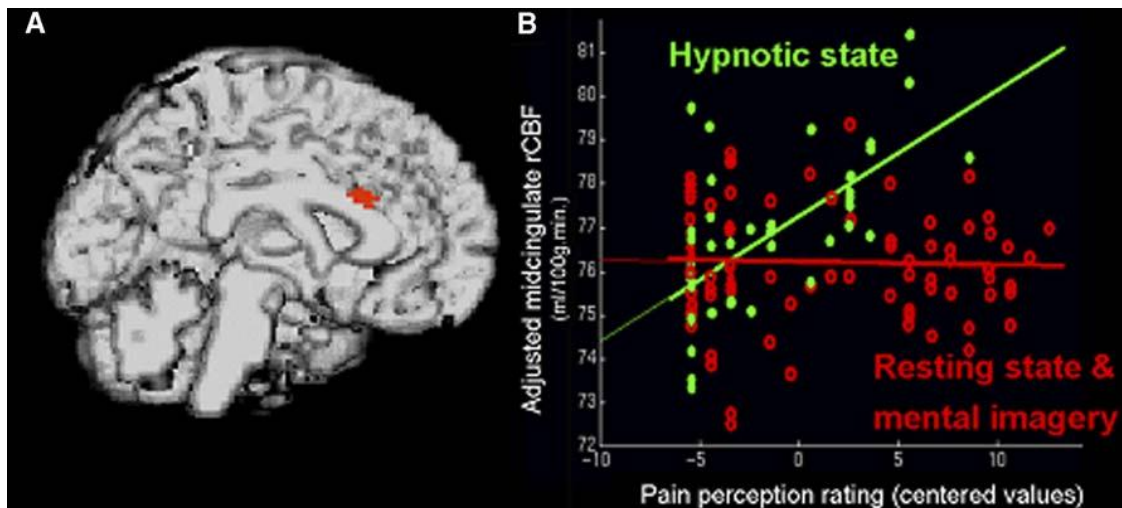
(A) Immagine 3D RM che evidenzia l'area cerebrale la cui attività neurale correla linearmente con la percezione del dolore.: la porzione ventrale della corteccia cingolata mediale (area 240a) (B) Grafico che illustra le variazioni della percezione del dolore in rapporto alle variazioni del flusso cerebrale nella corteccia cingolata mediale. Da notare la differenza ($p < 0.05$) nelle curve di regressione tra la condizione di ipnosi (puntini verdi) e condizione di controllo (pallini rossi).
